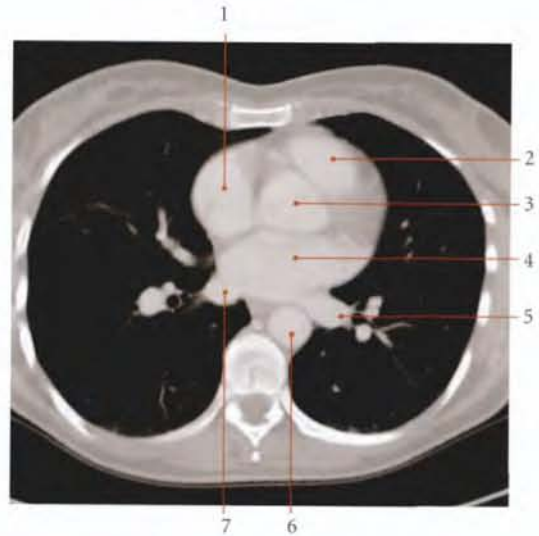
Coupe axiale transversale, TDM au niveau de T7 : vision inférieure (cliché Dr Th. Diesce)
